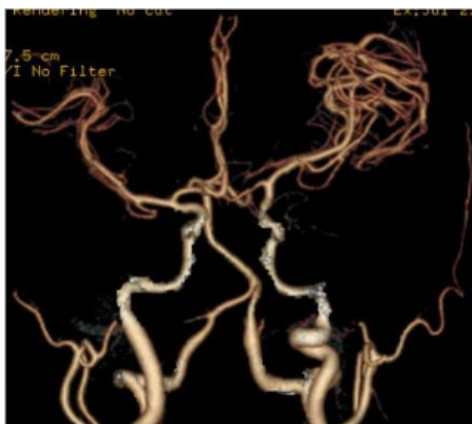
Angiotomografía cerebral.
